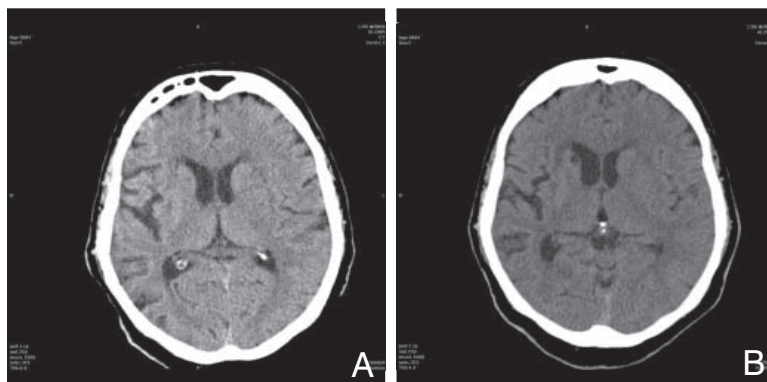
Chora w wieku 53 lat z klinicznymi objawami udaru: A. Prawidłowy obraz mózgowia w tomografii komputerowej wykonanej po upływie 3 godzin od wystąpienia objawów. B. W badaniu kontrolnym, wykonanym następnego dnia, uwidoczniono hipodensyjne ognisko udaru w obrębie obszaru unaczynienia lewej tętnicy przedniej mózgu
